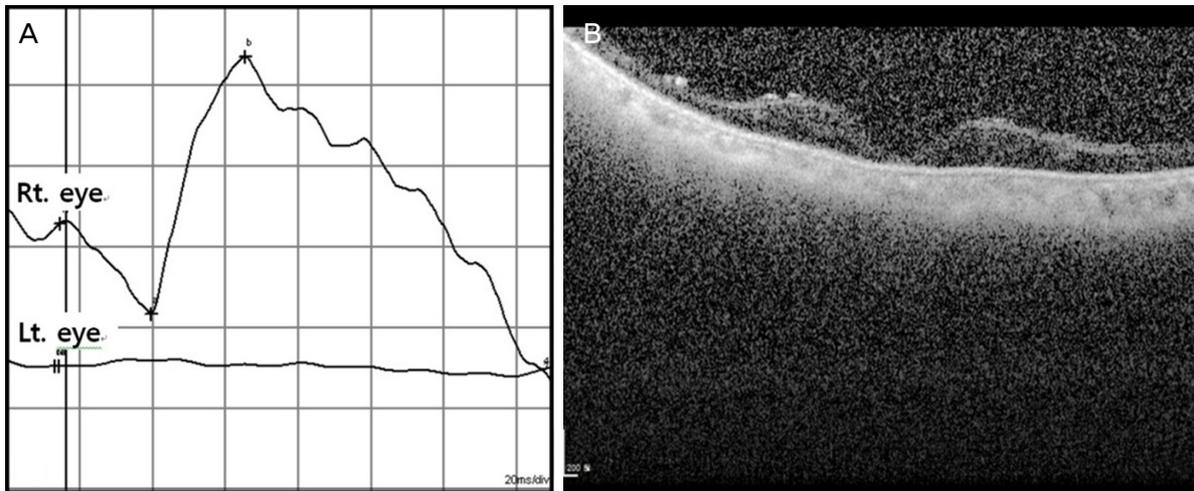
Examination from 4 months after injury in case 2. (A) The electroretinogram was normal on the right eye, but absent on the left eye. (B) Optical coherence tomography image from 4 months after injury demonstrating vitreous haze and atrophic retina. Rt. = right; Lt. = left.
